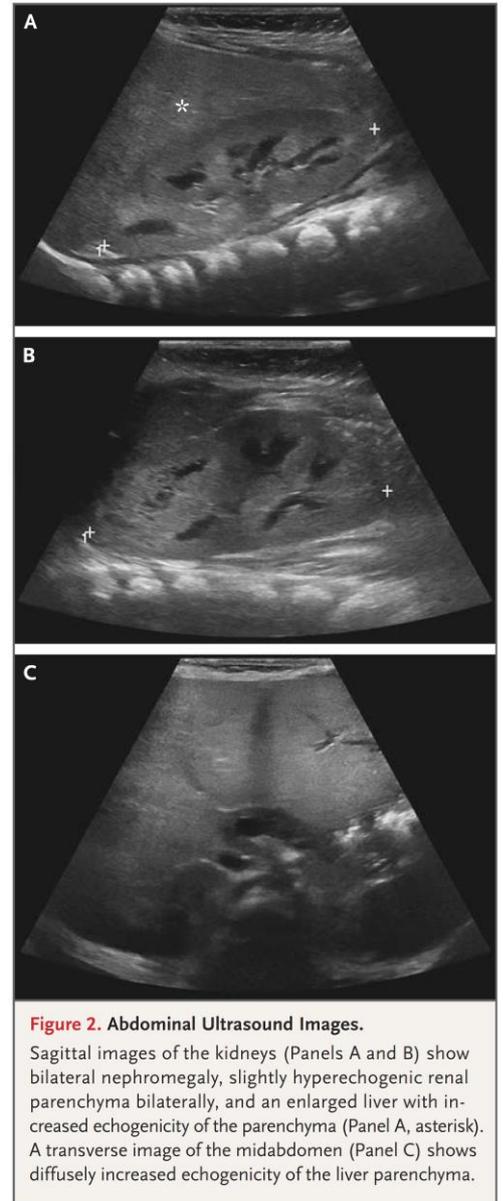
Abdominal Ultrasound Images.
